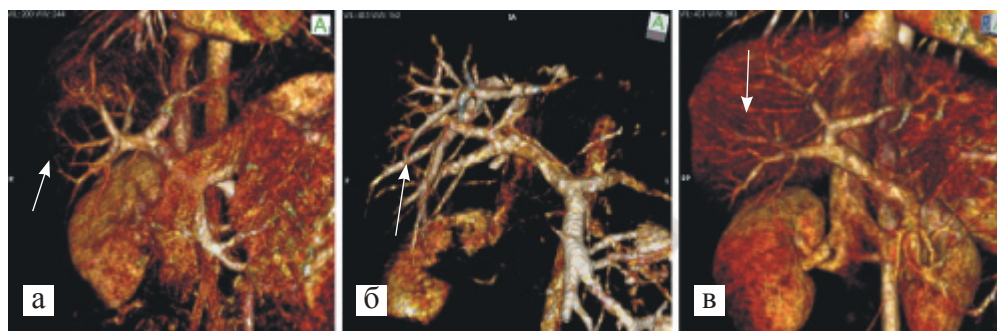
Варианты деления ствола воротной вены, по данным МРТ: а) бифуркация ВВ; б) трифуркация ВВ; в) транспозиция передней ветви правой ВВ
